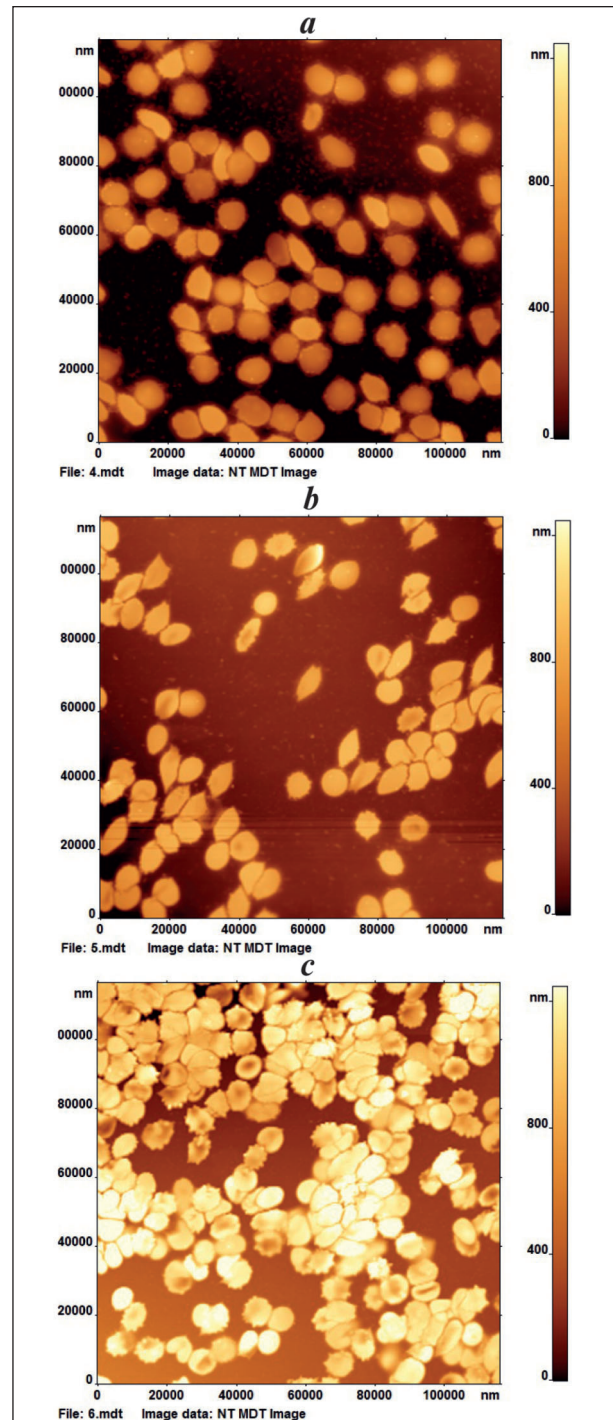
Микрофотографии эритроцитов, полученные до и после перфузии суспензии эритроцитов через колонку Эфферон ЛПС.
